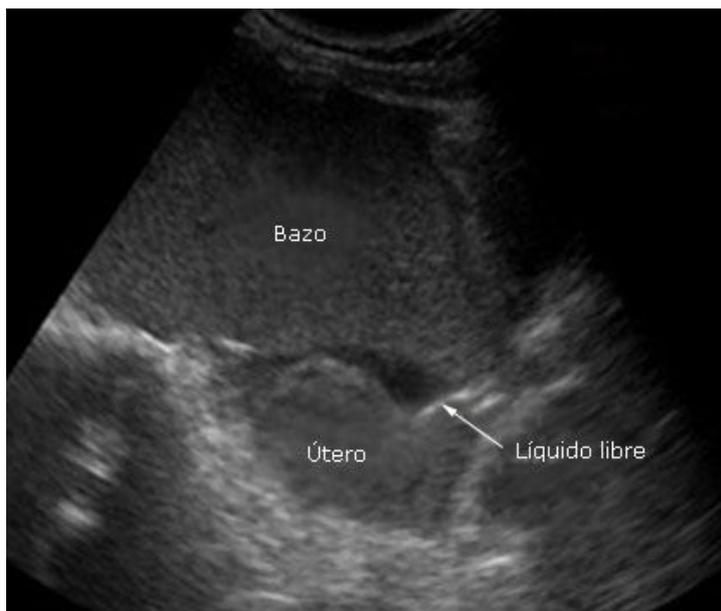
Ecografía *point of care*. Corte sagital de pelvis que demuestra presencia de masa hipoeoica a nivel de abdomen inferior y pelvis encima de la vejiga urinaria, y de escasa cantidad de líquido libre.
